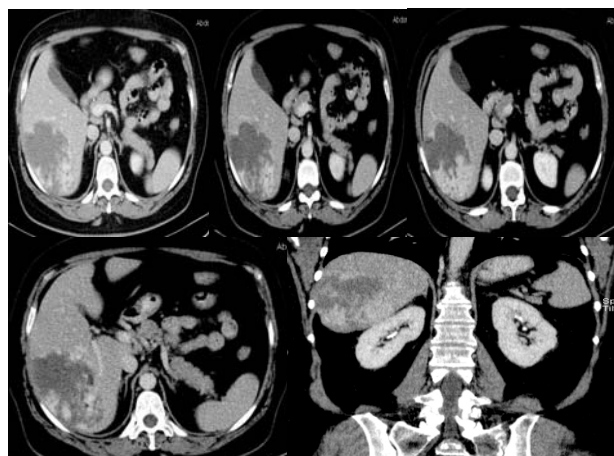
Examinarea CT cu substanță de contrast pune în evidență pe secțiunile axiale și coronale un hemangiom hepatic gigant cu umplere neomogenă, incompletă în fază tardivă.
